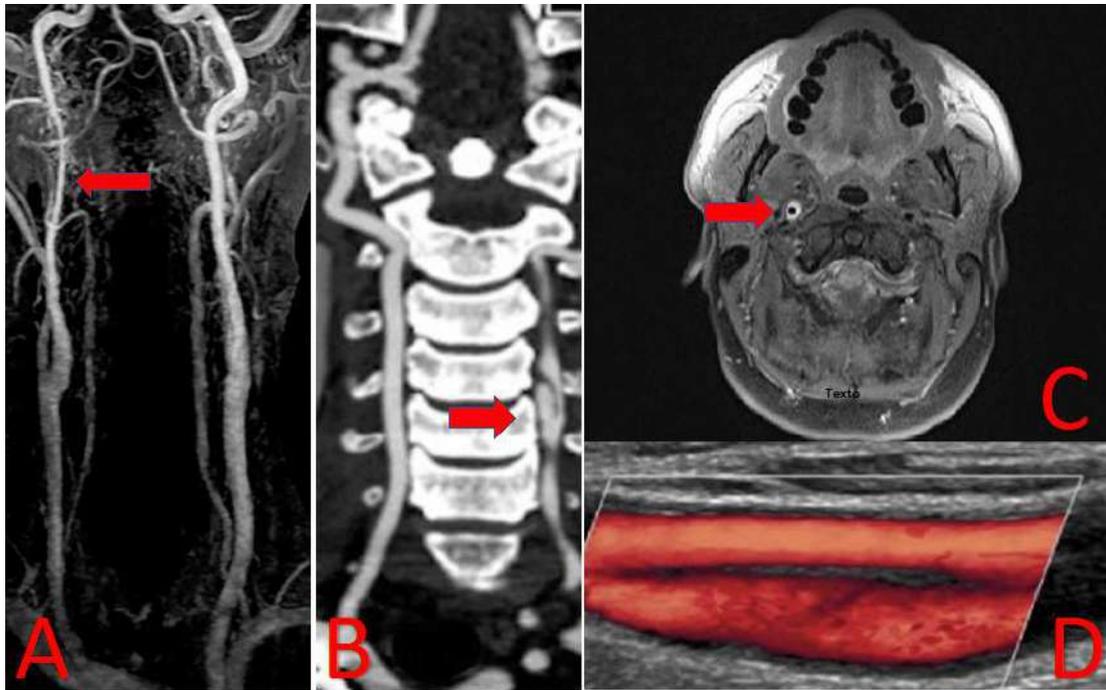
A. angioRM cervical com contraste evidenciando dissecção do segmento cervical da artéria carótida. B. angioTC arterial cervical com contraste evidenciando dissecção no segmento V2 da artéria vertebral com formação de pseudo-aneurisma. C. Imagem de RM cervical T1 axial com saturação de gordura evidenciando hematoma intramural (hiperintenso) com lúmen residual (hipointenso). D. US doppler evidenciando duplo lúmen em uma visão longitudinal da artéria carótida comum.
